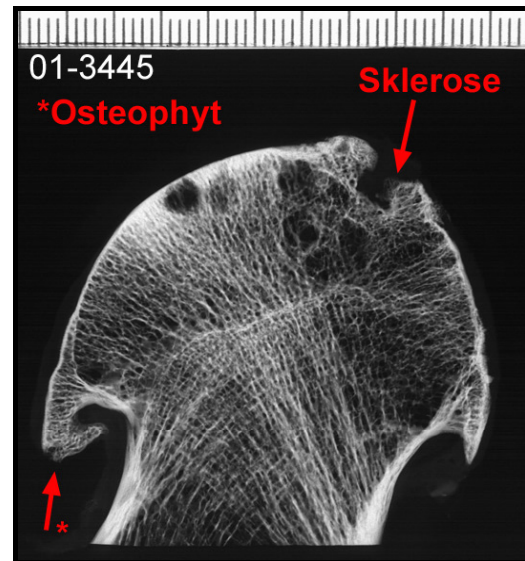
Grad III – Kontaktradiographie (01-3445)
